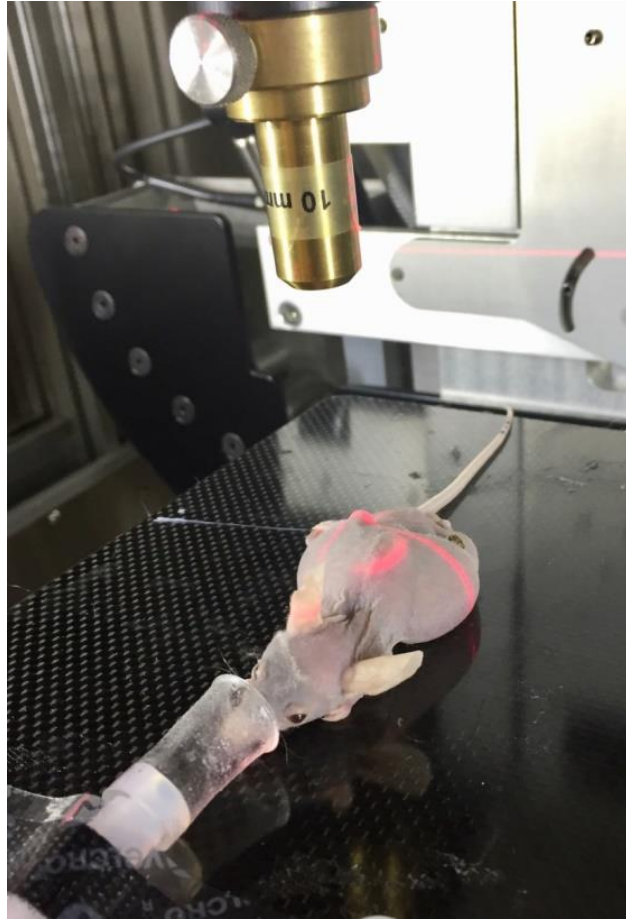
小動物用放射線治療装置によるマウス腫瘍への放射線治療体系。ガントリー(金色)を回転させて Cone-beam CT を撮影した。取得した CT 画像を基に治療計画を立案し、治療用 X 線を照射した。
